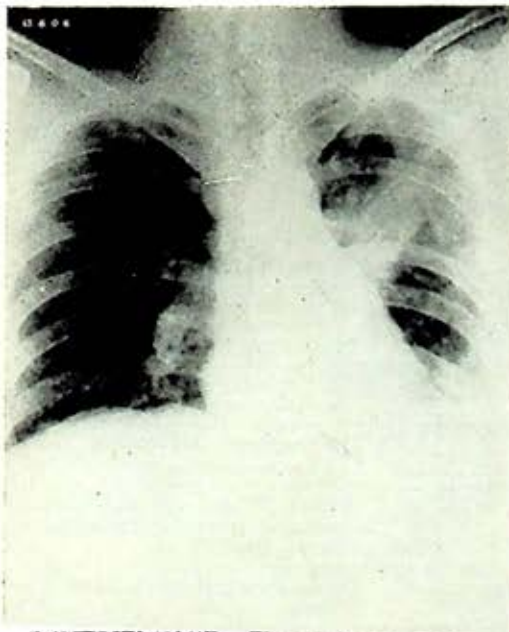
Caso 2. Después de 30 días el paciente persistió con expectoración hematopurulenta, se decide intervenirlo llevando a cabo resección segmentaria. La radiografía muestra la persistencia de actividad infecciosa.
